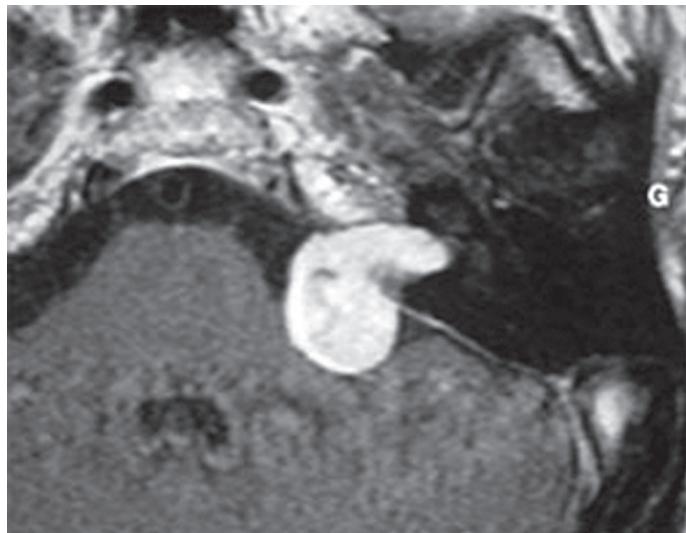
B IRM encéphalique en séquence T1 avec injection de produit de contraste, démontrant une lésion de l'angle ponto-cérébelleux.
